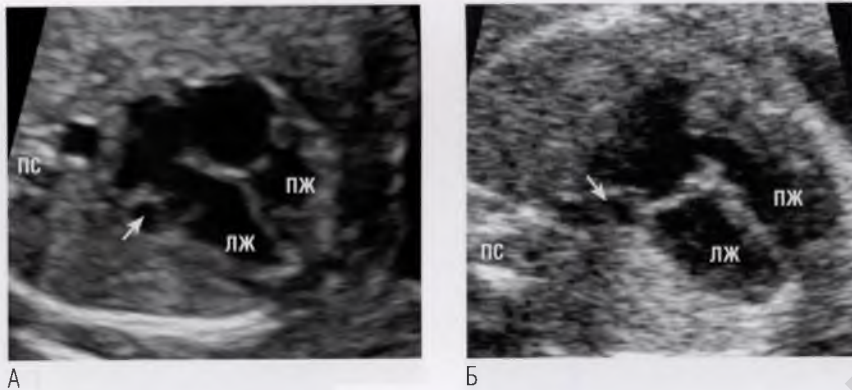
(А, Б) На обеих эхокардиограммах рядом с левым предсердно-желудочковым соединением присутствует кистообразная структура (стрелки), будто прикрепленная к боковой стенке левого предсердия. Это персистирующая левая верхняя полая вена. Она, как правило, дренируется в коронарный синус, который в результате расширяется. Следует отметить, что на (Б) присутствует также первичный дефект межпредсердной перегородки (*ostium primum*) при неполной форме атриовентрикулярного канала. ЛЖ – левый желудочек; ПЖ – правый желудочек; ПС – позвоночный столб.
